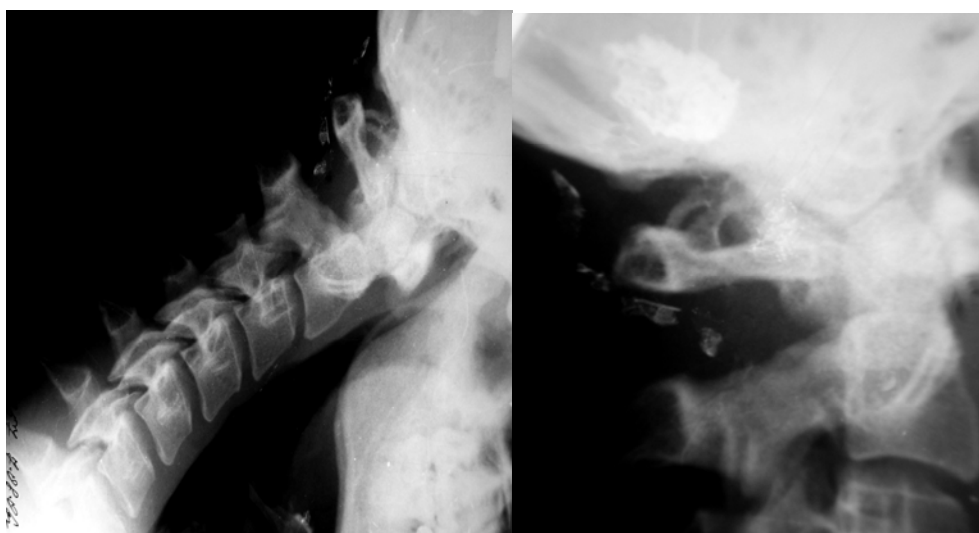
Фотознімки рентгенограм пацієнта П., 27 років. Двобічна аномалія Kimmerle. А – функціональна спонділограма шийного відділу хребта в бічній проекції. Б – прицільний знімок C_1
